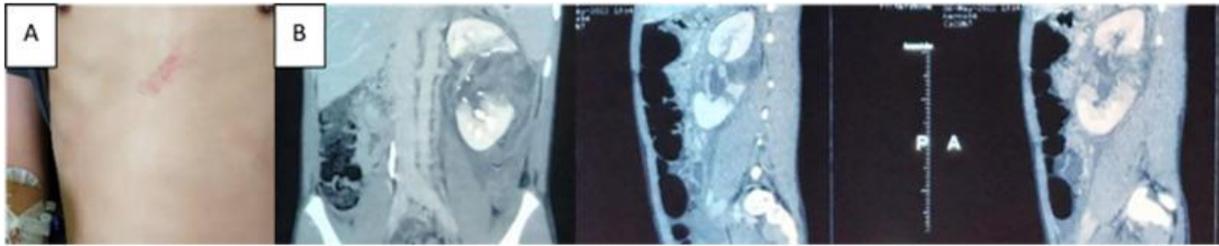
(А) При физикальном обследовании выявлена гематома в эпигастральной области; (В) При компьютерной томографии (КТ) выявлен полный разрыв левой почки с отрывом почечных ворот и деваскуляризацией медиального полюса
